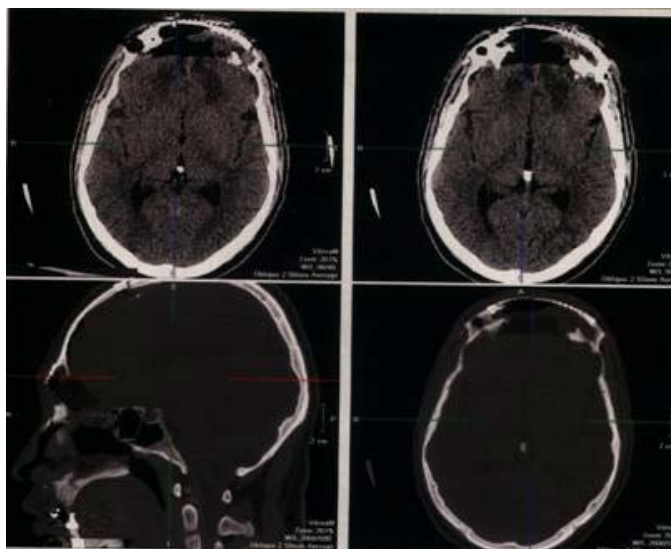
Послеоперационные компьютерные томограммы пациента Б.
